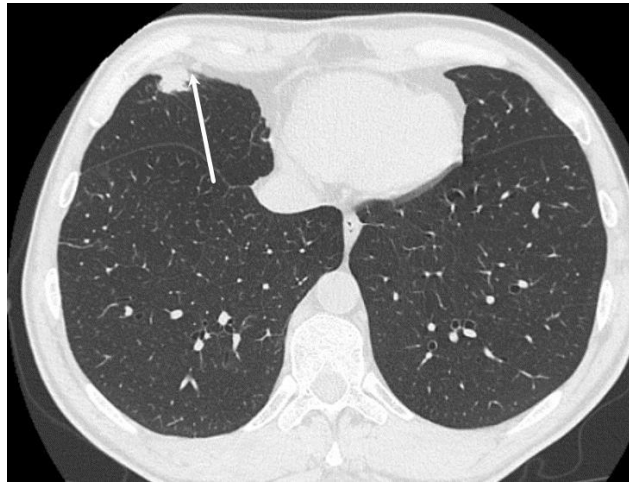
КТ; участок уплотнение округло-неправильной формы размерами  $1,75 \times 0,85$  см в S5 средней доли правого легкого (стрелка)
